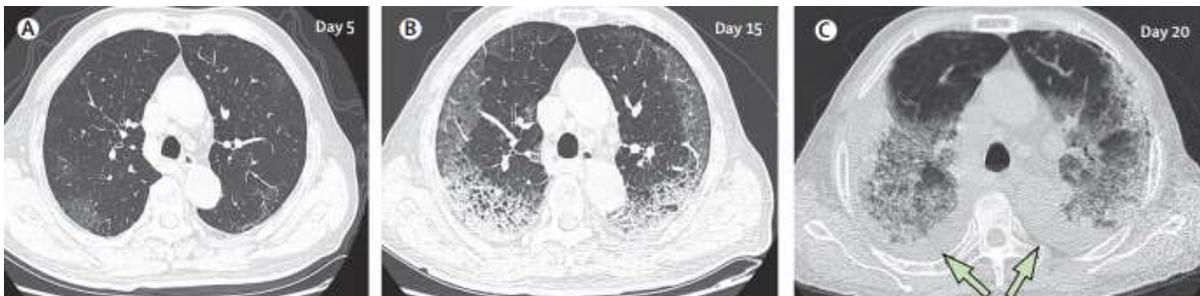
TDM en série en coupe transversale mince d'un homme de 77ans
